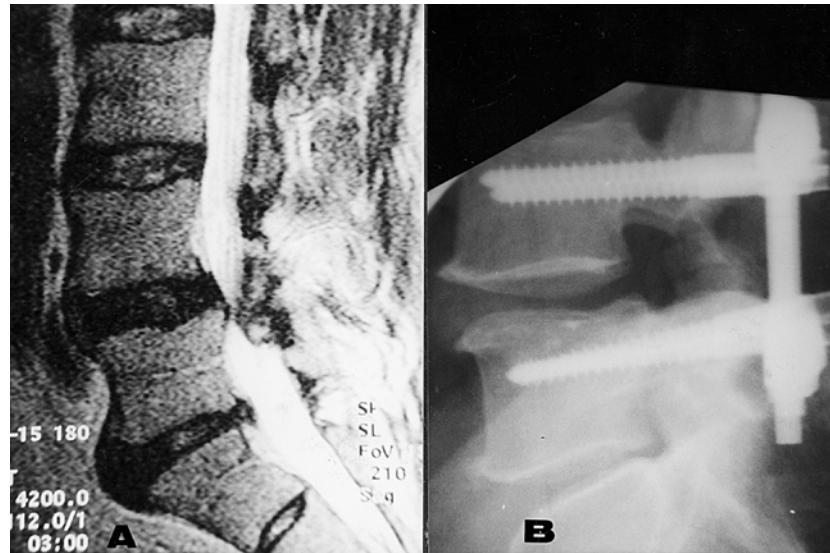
A) Ressonância magnética demonstrando canal estreito em L4-L5, com disco degenerado e altura normal do espaço intervertebral. B) Radiografia pós-operatória.
